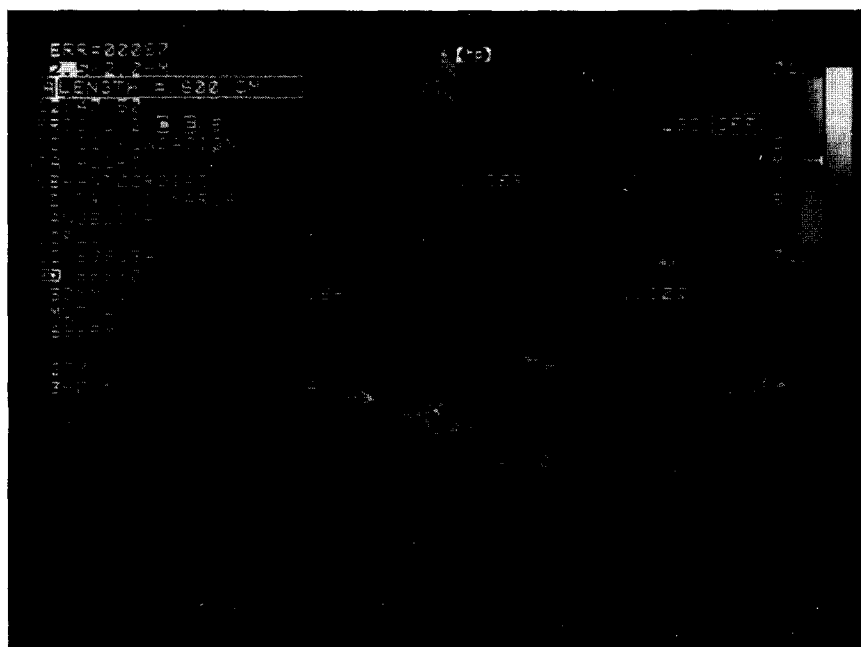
Plano subcostal registrado en la sala de hemodinamia al finalizar la valvuloplastia mitral con balón de Inoue. El Doppler color revela la presencia de una comunicación interauricular con un diámetro de 6 mm. A.Der. = aurícula derecha. A.Izq. = aurícula izquierda. CIA = comunicación interauricular. V.Der. = ventrículo derecho. V.Izq. = ventrículo izquierdo.
